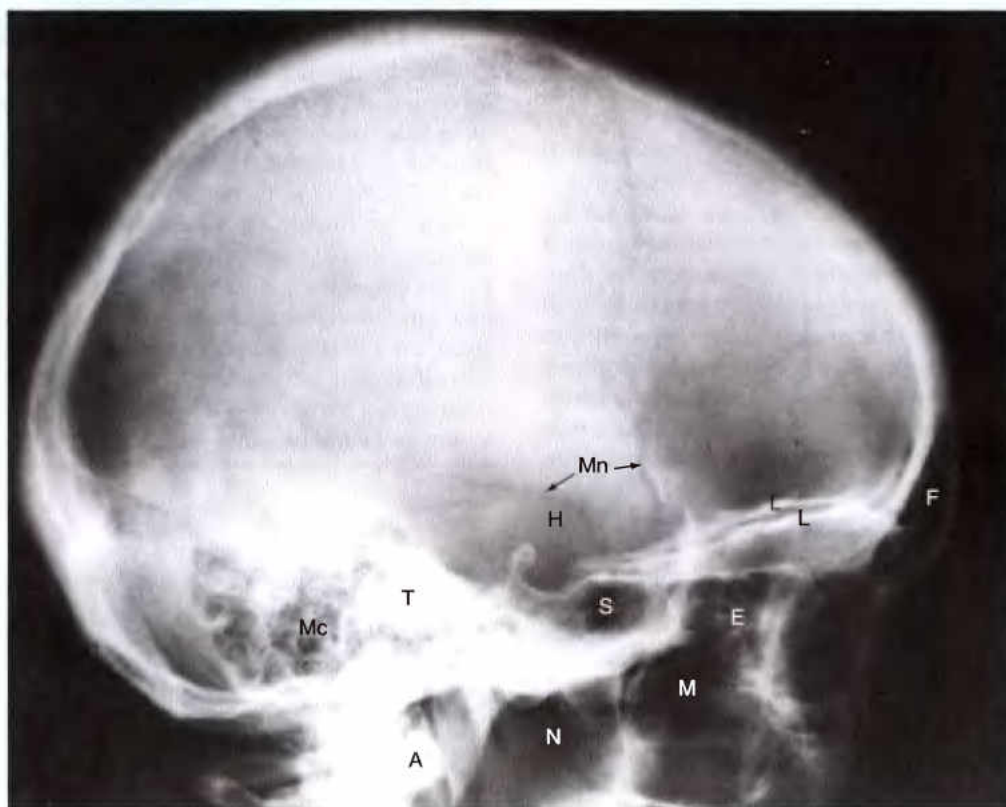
Radiographie du crâne en incidence de profil. On reconnaît les sinus paranasaux :
